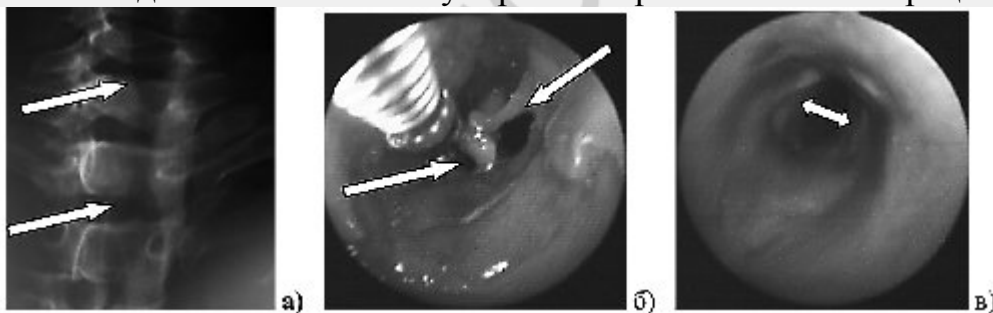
а) Рентгенография трахеи до ЭЛР: просвет сужен до 6-7 мм на протяжении 3,5 см; б) Удаление биопсийными щипцами в области ожоговой раны фибрина и некротических тканей; в) Зона стеноза после некрэктомии.
